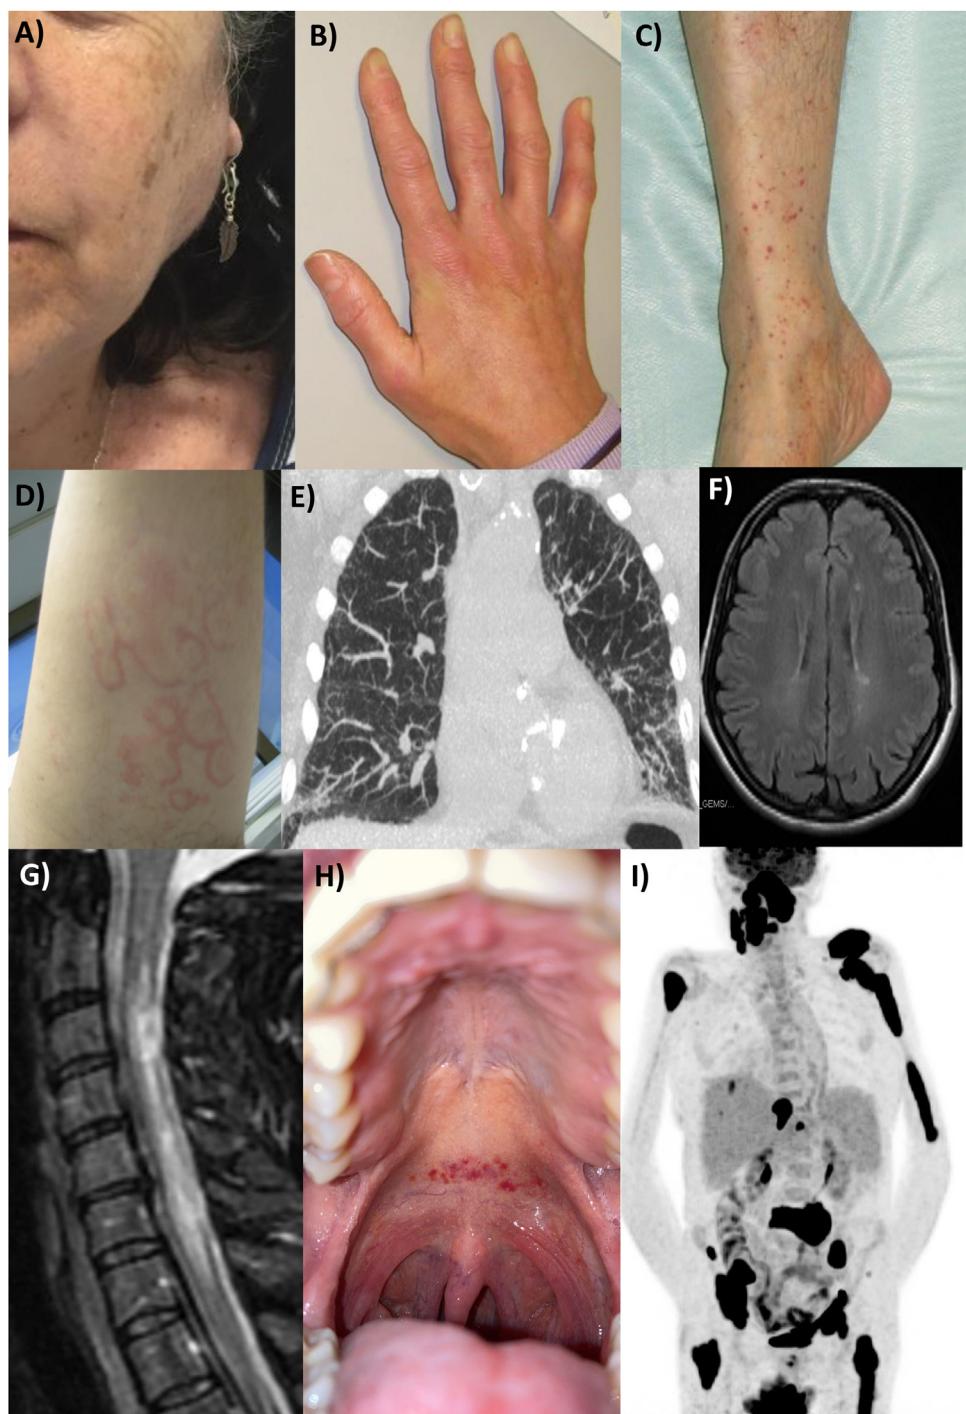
A) Parotidomegalia. B) Tenosinovitis. C) Púrpura cutánea crioglobulinémica. D) Eritema anular. E) Enfermedad pulmonar intersticial. F) Lesiones inflamatorias del sistema nervioso central indicativas de esclerosis múltiple. G) Mielitis longitudinal. H) Petequias de la mucosa oral como manifestación de una púrpura trombocitopénica inmune (recuento de plaquetas $< 5 \times 10^6$). I) PET-TC que muestra afectación sistémica por linfoma.
